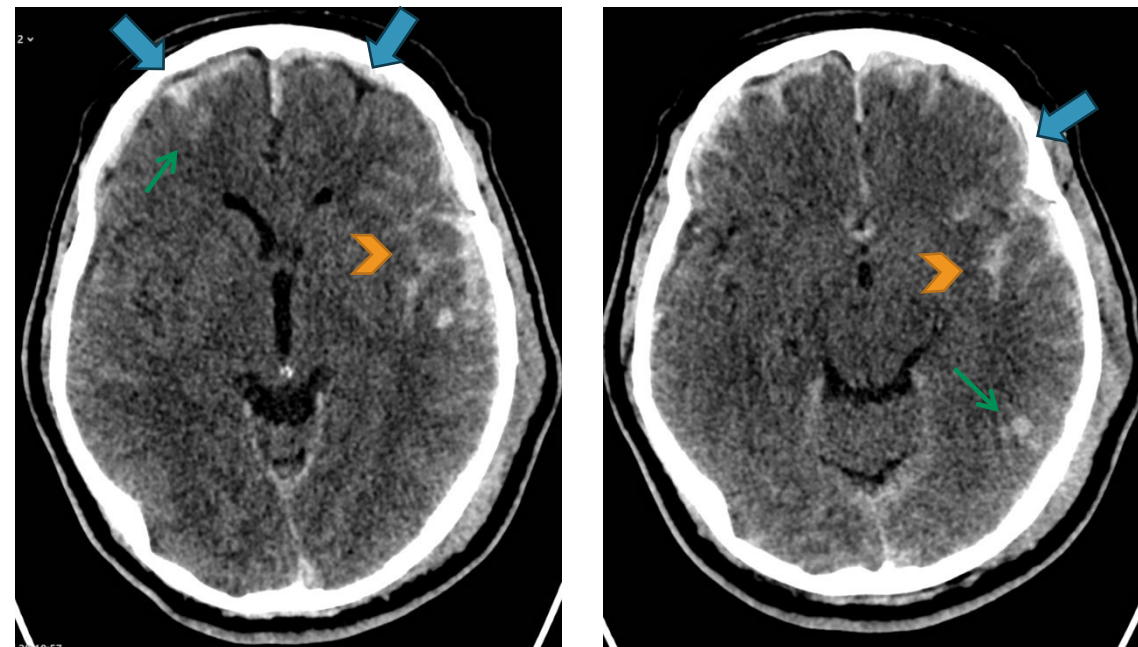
TC encéfalo-craneal sin contraste muestra focos de hemorragia subaracnoidea en surcos y cisuras de ambas convexidades, de predominio izquierdo (punta de flecha amarilla). Asimismo, se observan contusiones hemorrágicas en región frontal derecha y temporal izquierda (flechas verdes). Asocia hematomas subdurales (flechas azules) en localización hemisférica izquierda, frontal derecha y parafalcina.
